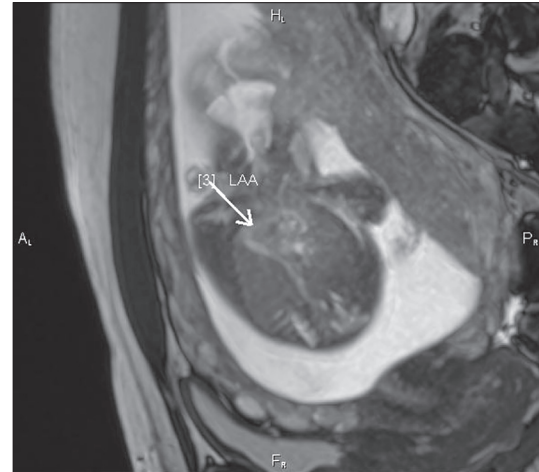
МРТ плода. Сагітальна площина, 20 тижнів вагітності
